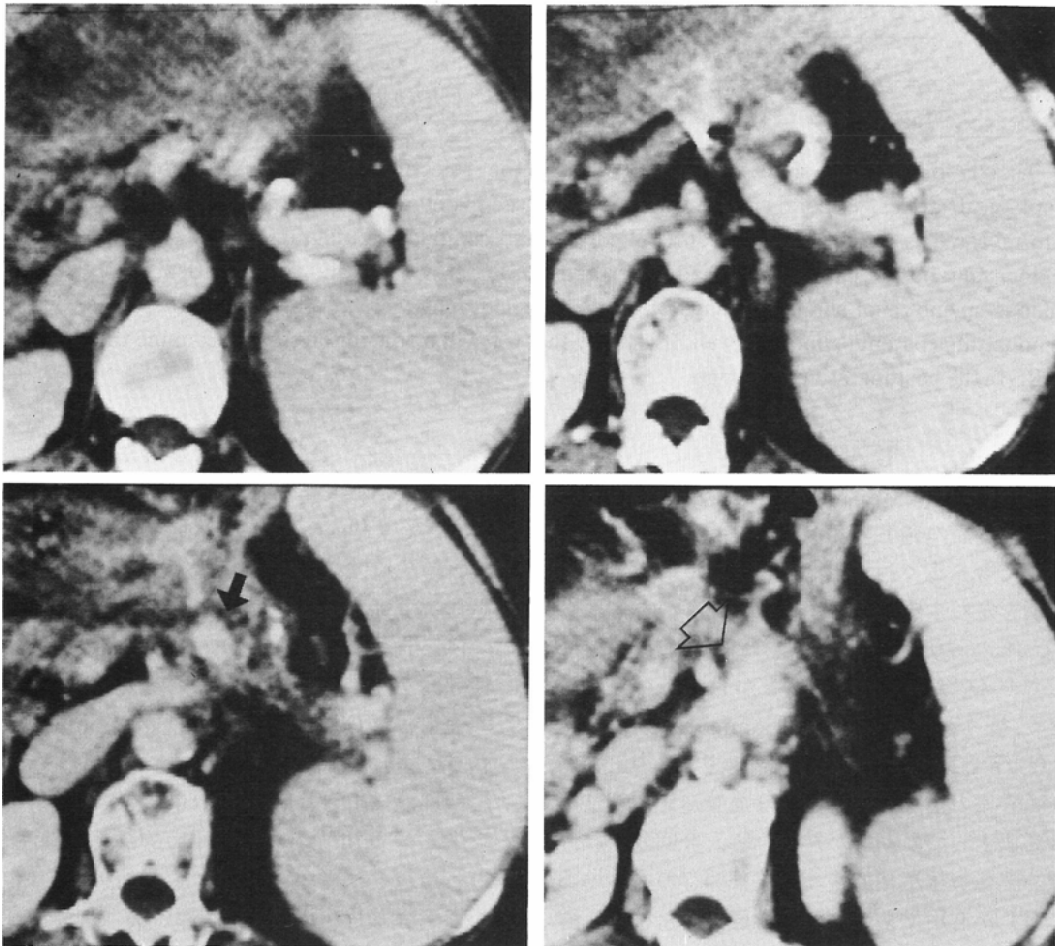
CT scan demonstrates the patent shunt as an enhanced and expanded descending vessel (↓). Anastomotic vein meets left renal vein at the portion consistent with angiographic findings. (↓).
